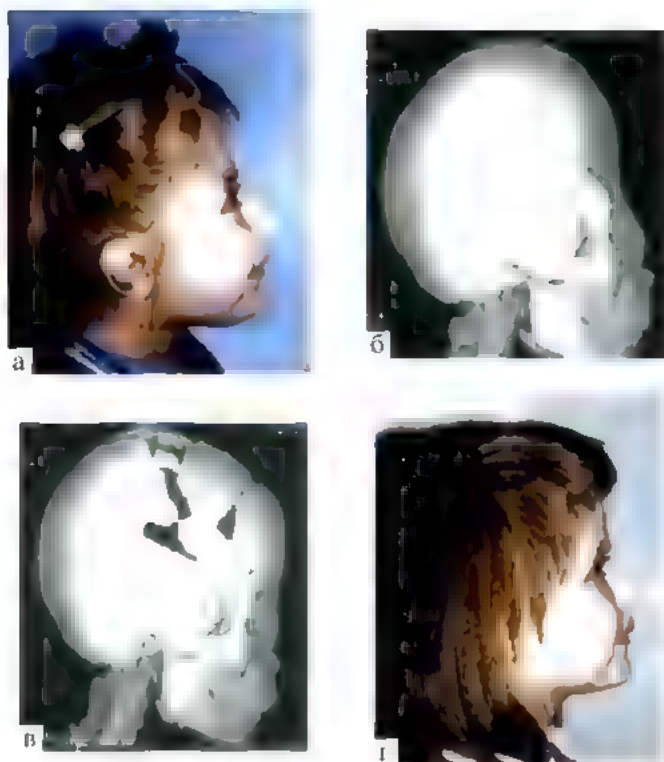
Метопический синостоз (тригоноцефалия): а — фото больного; б, в — КТ, трехмерная реконструкция
